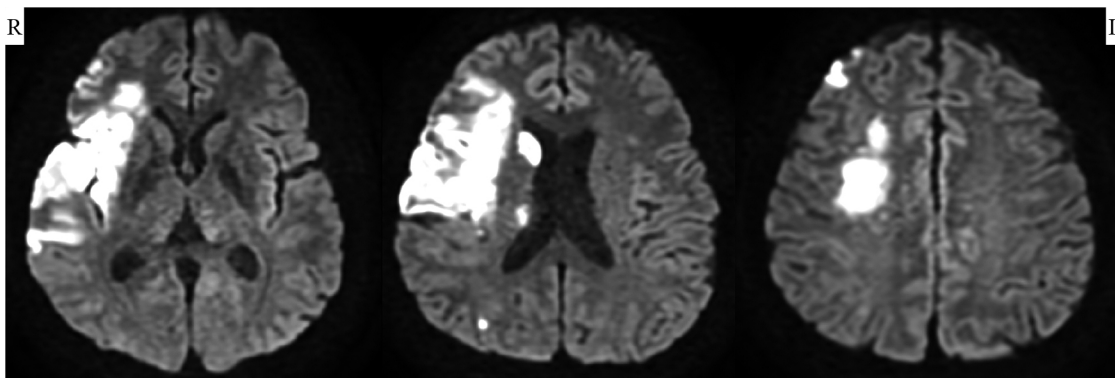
Brain MRI with diffusion-weighted image (DWI).
